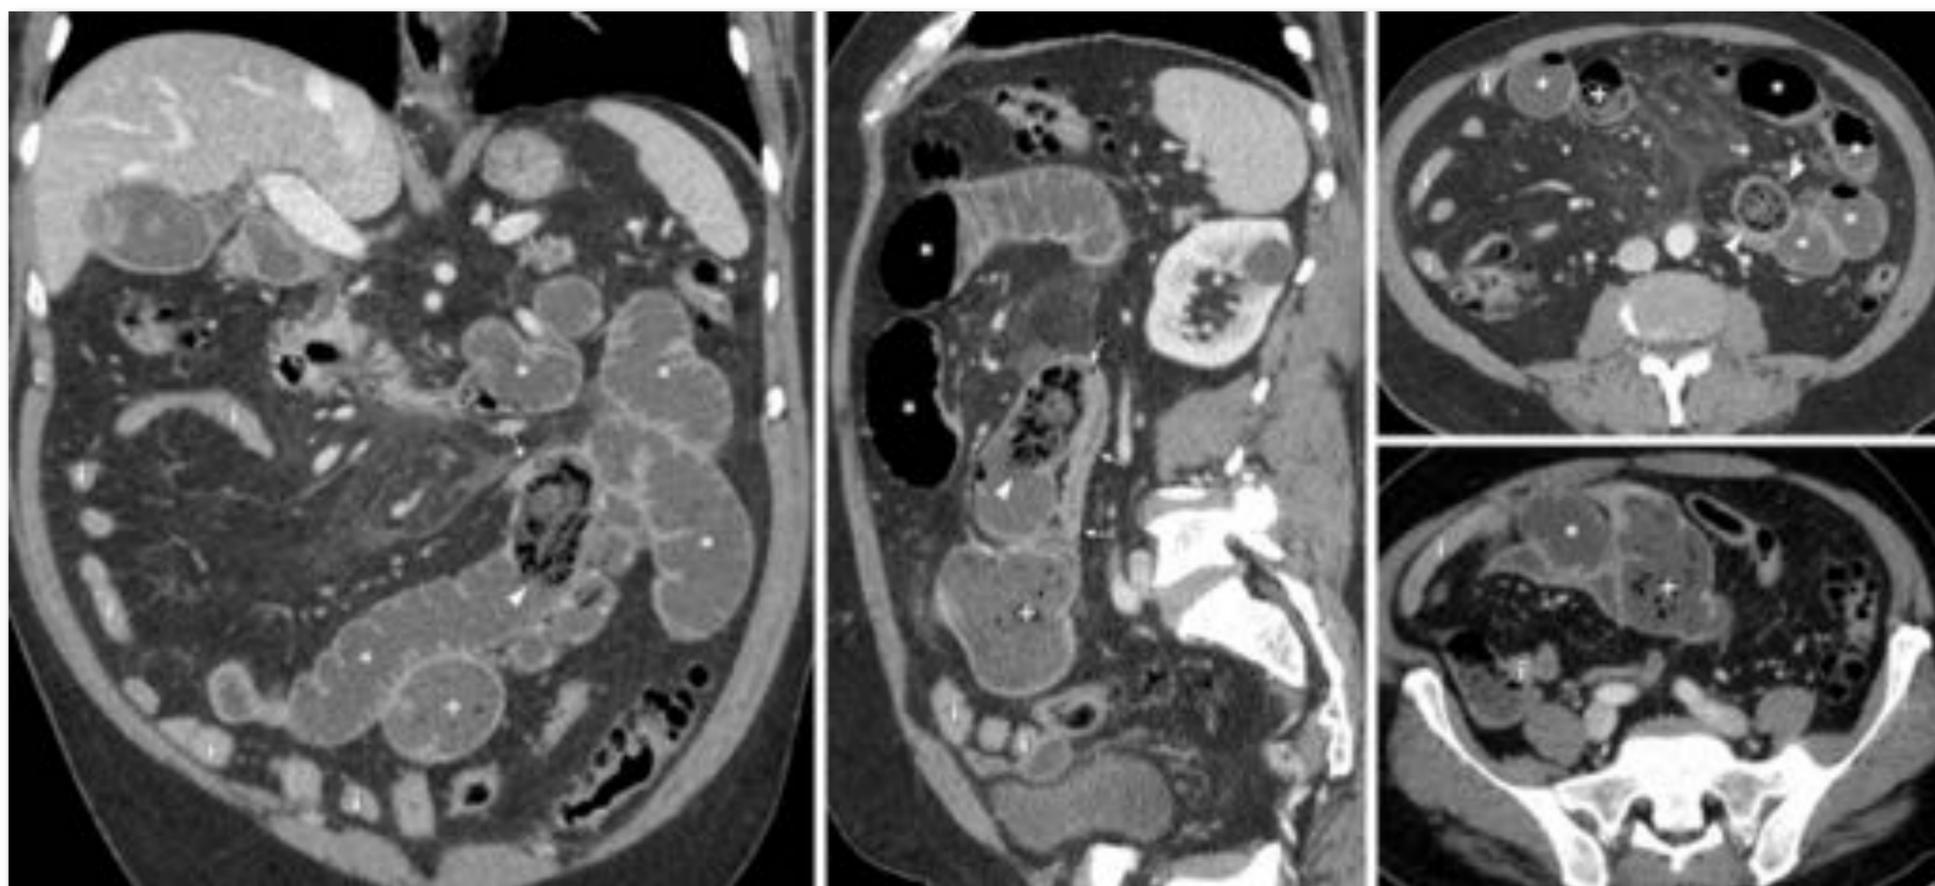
Varón de 50 años sin antecedentes quirúrgicos gástricos (aunque sí por herida abdominal de arma blanca), diabético. Tiene sensación de plenitud los tres últimos días, sin deposición en los dos últimos, sumándose vómitos, los últimos con hematemesis. La Rx (no mostrada) muestra signos de obstrucción de intestino delgado. En la TC hay abundante contenido gástrico a pesar de la sonda, con diversas atenuaciones. Las áreas densas corresponden a coágulos y las radiolucientes a restos de bezóar (+), como se demostró en la gastroscopia. Además hay una importante dilatación de todo el yeyuno (\*) hasta una transición en hipocondrio derecho, con afilamiento y una ocupación moteada con gas en su interior en el tramo inmediatamente proximal que planteaba diagnóstico diferencial entre material pseudofecal en una obstrucción por bridas y fitobezóar. Distalmente hay un tramo largo de íleon con calibre reducido (i). En la cirugía se comprobó la existencia de un compacto fitobezóar en íleon proximal, que requirió enterotomía para su extracción. Véase también el VÍDEO.
